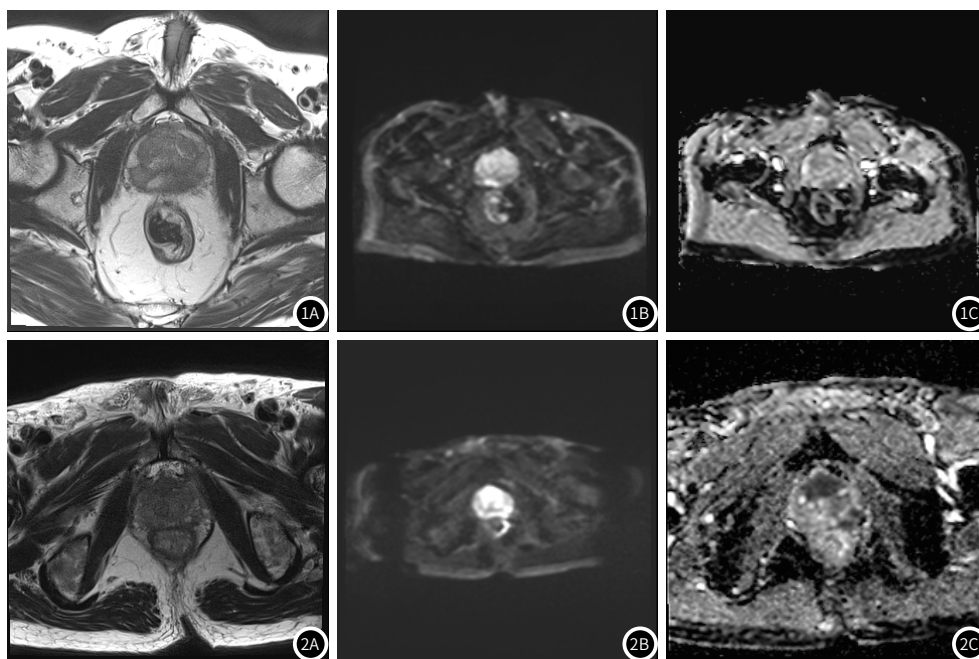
前列腺增生MRI图像 患者，男，72岁，因尿频、尿急1年余入院行MRI检查。图1A：T₁WI；图1B：DWI；图1C：ADC图
